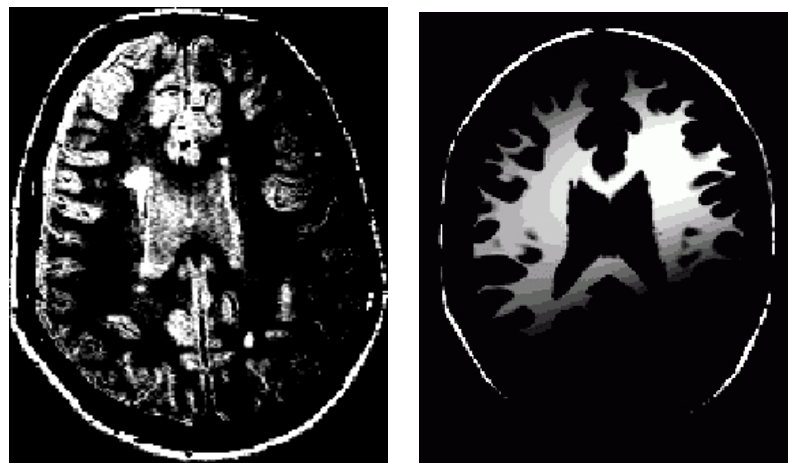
Biais spatial lent en intensité sur une IRM réelle (densité de protons) sur la gauche, et sur une IRM simulée de la tête (Cocosco et al., 1997; Kwan et al., 1999; Kwan et al., 1996; Collins et al., 1998) sur la droite : le fenêtrage en niveau de gris choisi permet de voir que l'intensité de l'image a des valeurs qui varient lentement spatialement pour la même matière (par exemple la matière grise à gauche, ou la matière blanche à droite).*
